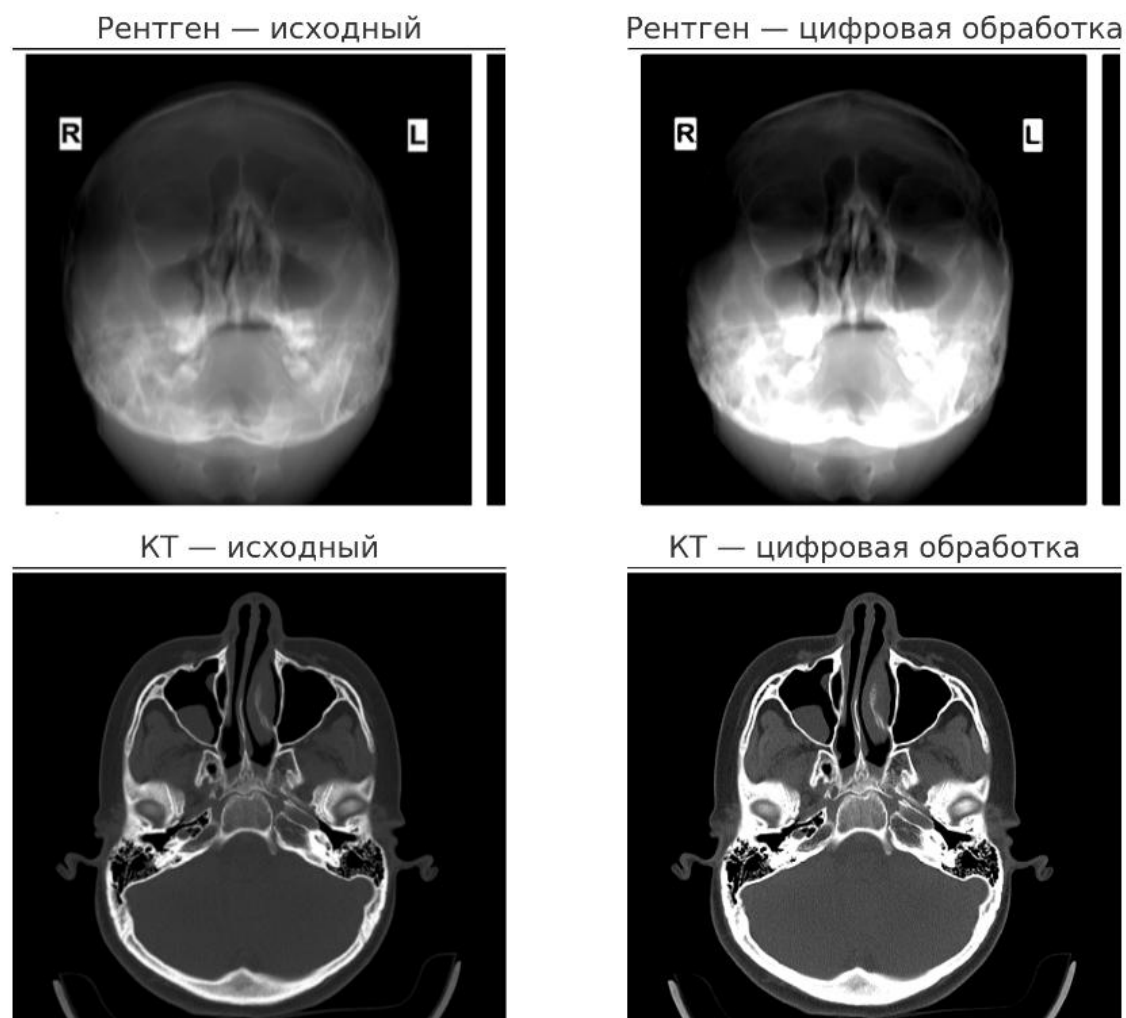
Цифровая обработка снимков традиционной рентгенографии и компьютерной томографии. Рентген (верхний ряд): после цифрового процессинга изображение стало более контрастным, чётче видны границы костей и пазух, лучше выделяются затемнения в области гайморовых пазух. КТ (нижний ряд): улучшена детализация мягких тканей и костных структур, повышен локальный контраст — это облегчает визуализацию слизистой оболочки и уровней жидкости
